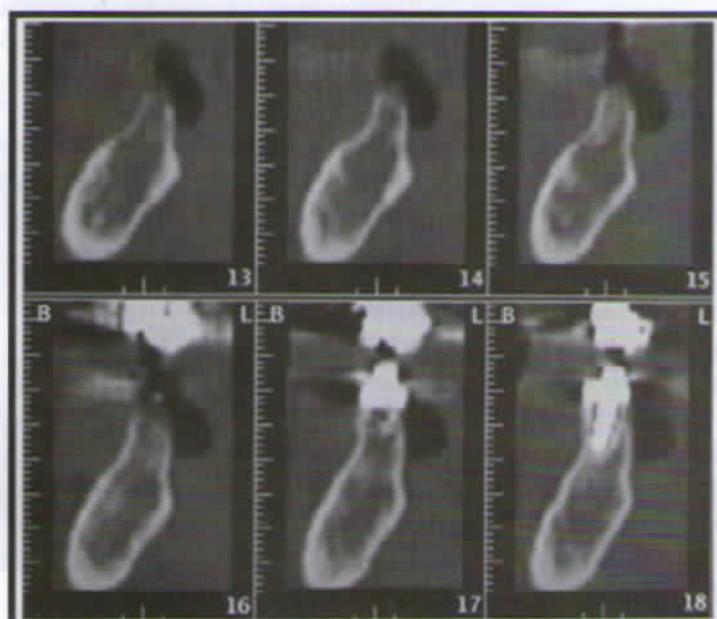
TC em cortes seriados mostrando implante unitário, já fixado ao osso alveolar em mandíbula.
